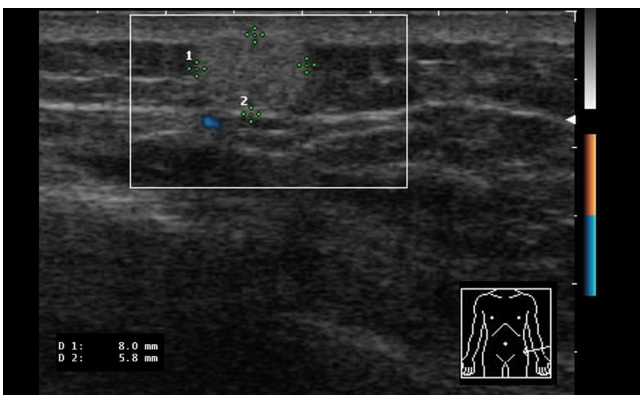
▲ Lipom in der linken Flanke. Homogen echoreicher Rundherd ohne Perfusion in der farbkodierten Duplexsonographie
